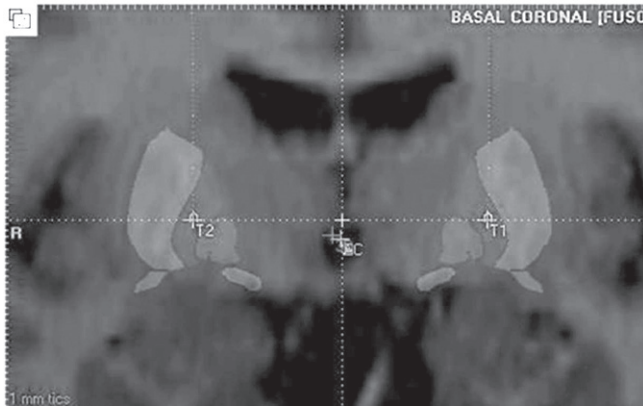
Caso 1: Corte coronal de resonancia magnética (RMN) y superposición con el atlas estereotáctico identificando al globo pálido externo (GPe) como blanco quirúrgico para el implante bilateral de electrodos tetrapolares de estimulación cerebral profunda (ECP) crónica con el propósito de tratar a un paciente con síndrome de Tourette (ST) refractario a terapias conservadoras. (T1-T2).
